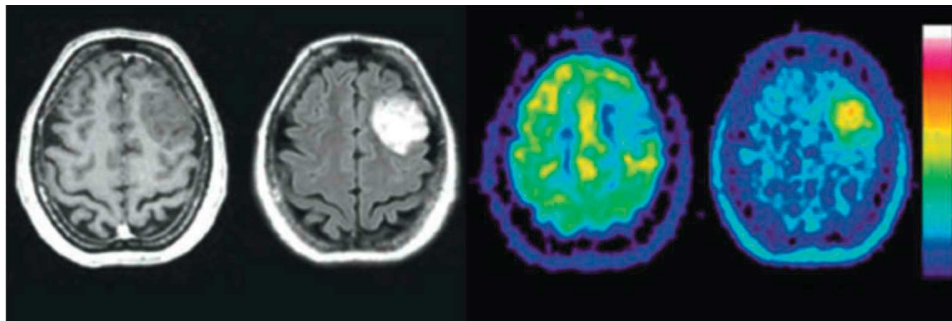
La Rm pesata in T1 dopo applicazione di Gd-DTPA non evidenzia contrasto, la Rm in T2 è simile, FDG PET mostra un ipometabolismo risultando quindi poco utile, FET PET identifica un hotspot all'interno del tumore e fornisce un'ottima guida per la biopsia.
